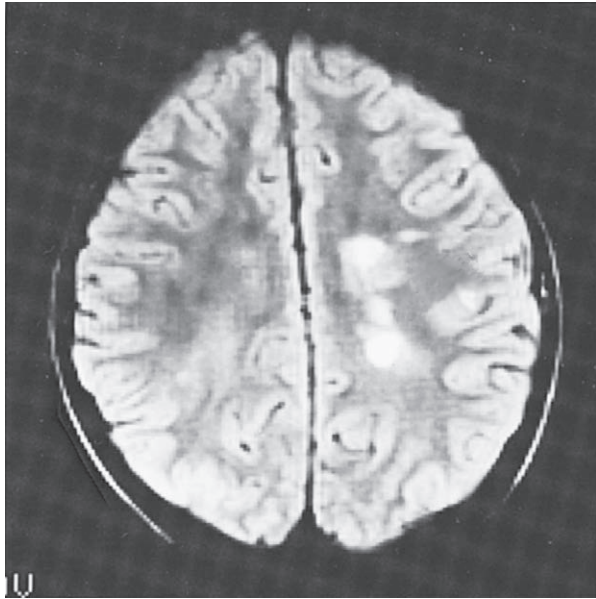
Encefalitis en la enfermedad de Lyme. Se observan áreas de señales altas en la sustancia blanca en un paciente con artritis por enfermedad de Lyme. (Tomada con autorización de Bisese JH: *Cranial MRI*. New York, McGraw-Hill, 1991.)
